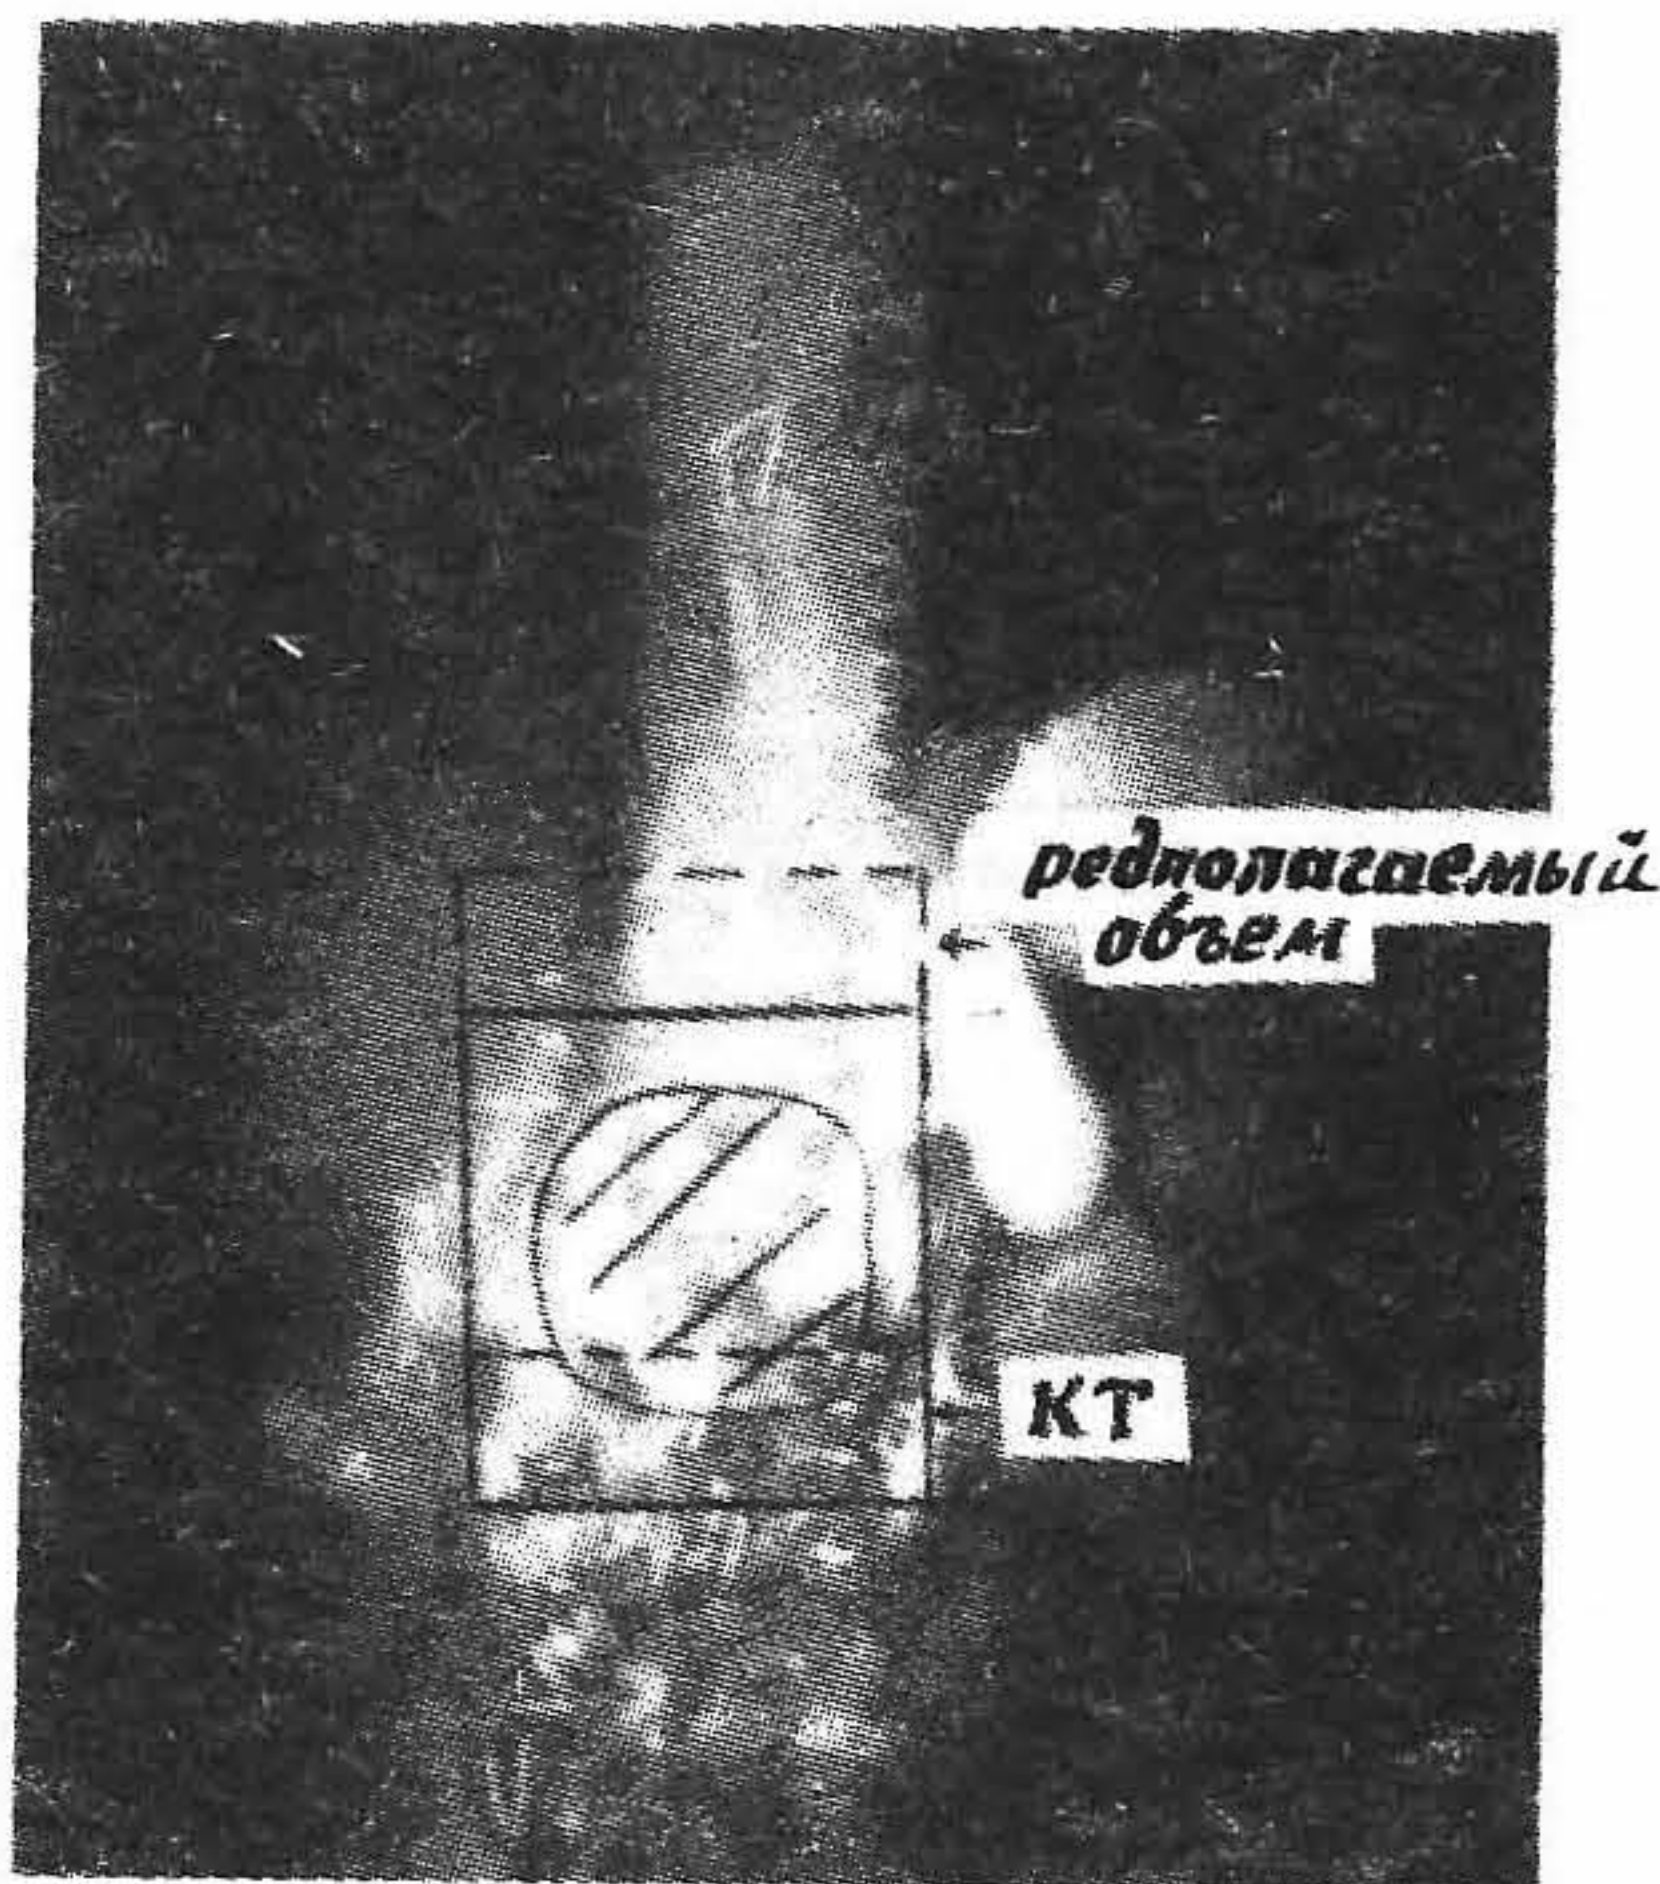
Сравнение предполагаемого облучаемого объема при стандартной методике локализации и с использованием КТ для визуализации опухоли предстательной железы (показана наклонными черными штрихованными линиями).
